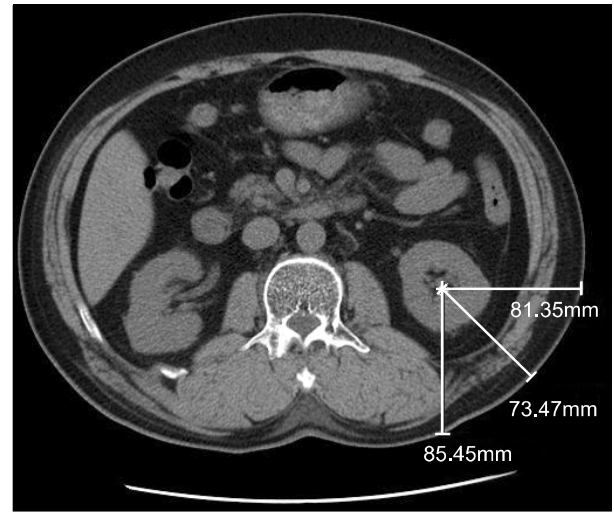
The measurement of skin-to-stone distance at 0°, 45°, and 90° on an axial scan of non-enhanced computed tomography.
